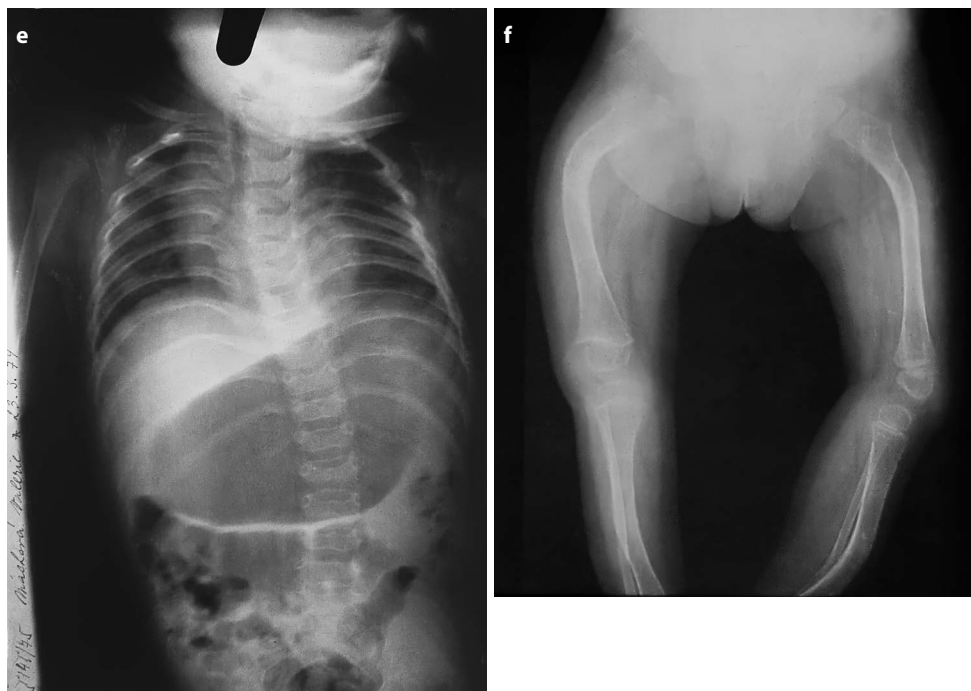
RTG trupu, ramen, kyčlí a dolních končetin v předozadní projekci – 2 týdny života: svalkem hojící se fraktura proximálního femuru vlevo, v angulaci zhojené fraktury diafýzy pravého femuru a obou tibií.
